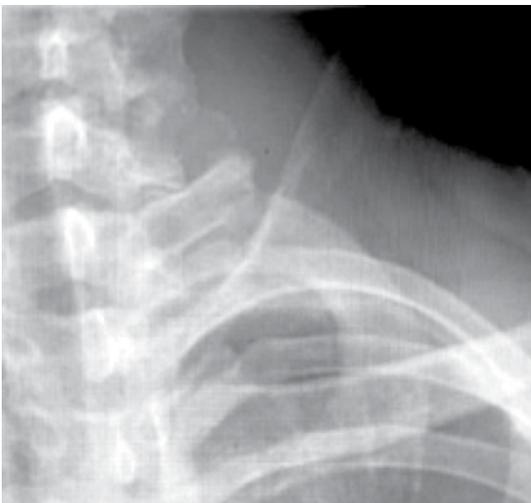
Radiografía de columna cervical en proyección anteroposterior que muestra costilla cervical izquierda que se origina de la séptima vértebra cervical tipo 3 de Gruber. (Tomado del archivo de los autores).
